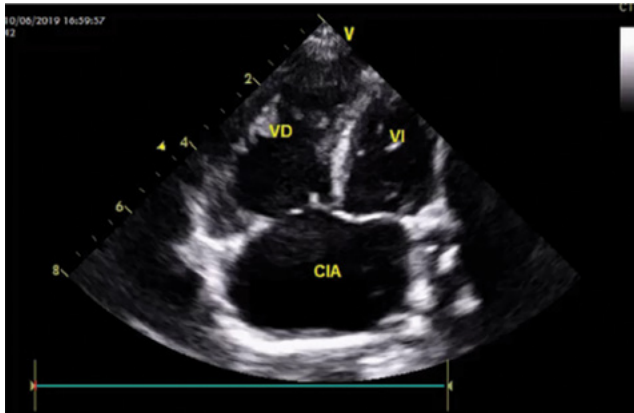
Muestra una imagen Apical 4 cámaras, de una Aurícula Común, donde no se visualiza septum interauricular
